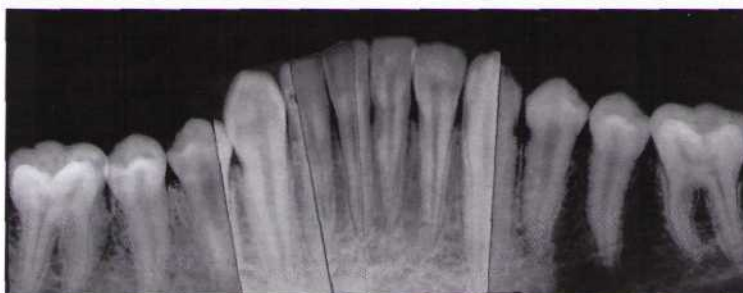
Глубина карманов, подвижность зубов, рентгенологическая картина после начального лечения.
